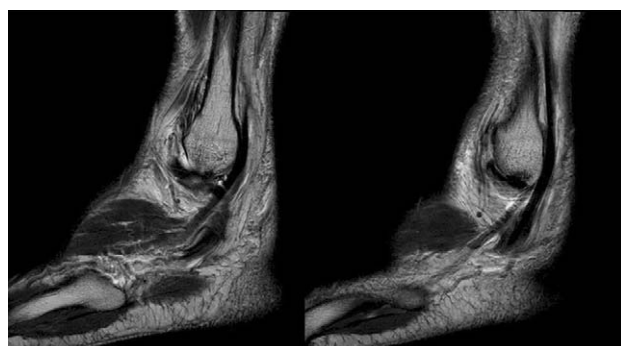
Sagittal MR imaging of right ankle showing no abnormal finding on peroneus longus tendon and peroneus brevis tendon.
